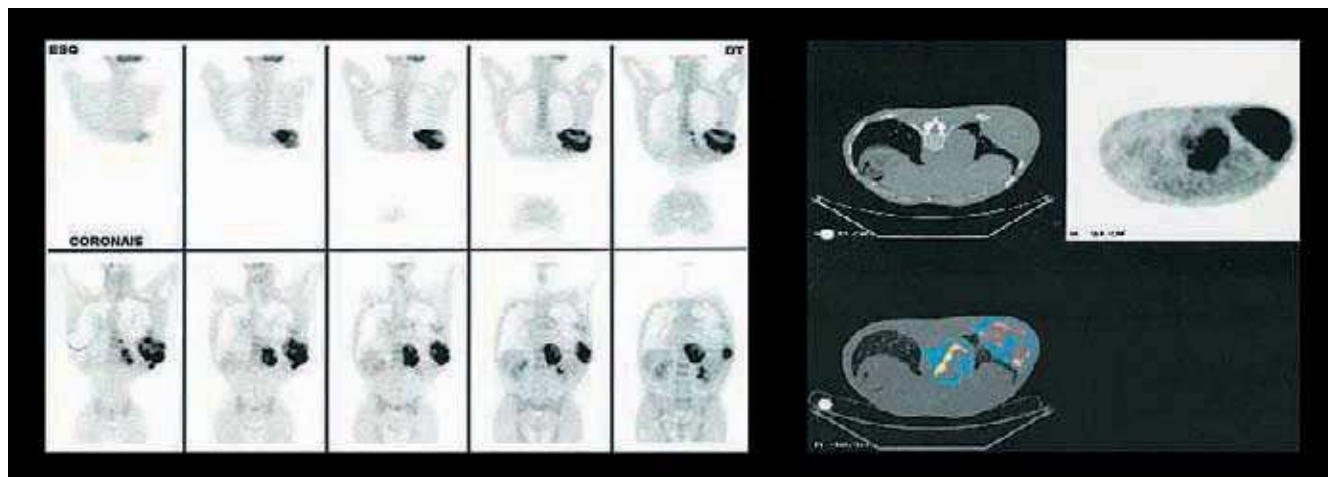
PET-TC – foco no 7.º arco costal posterior à direita; massa volumosa na região dorso-lombar direita; massa volumosa na região para-vertebral direita, na transição dorso-lombar.
